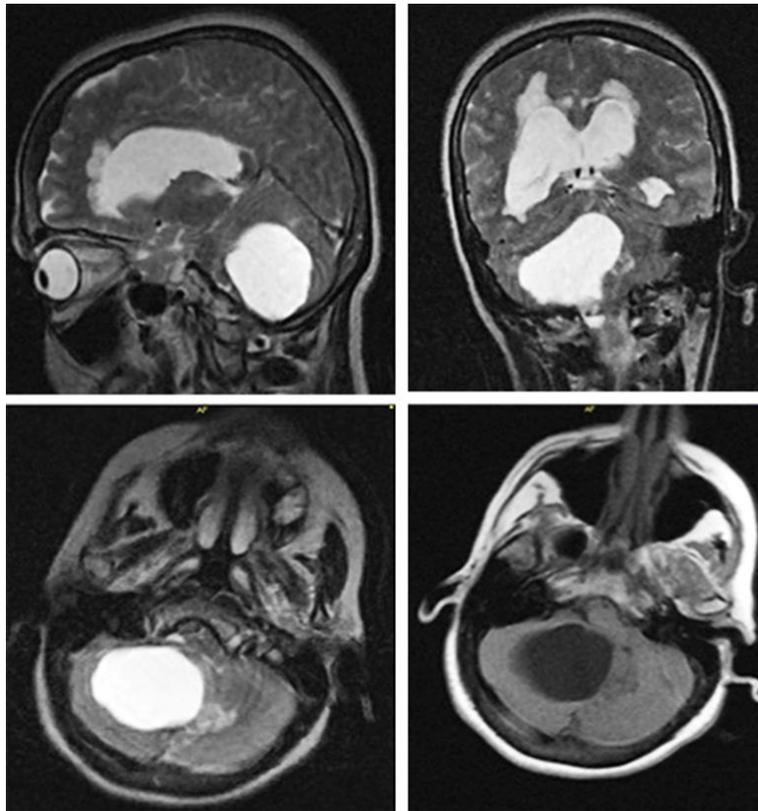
Imágenes de resonancia magnética.
